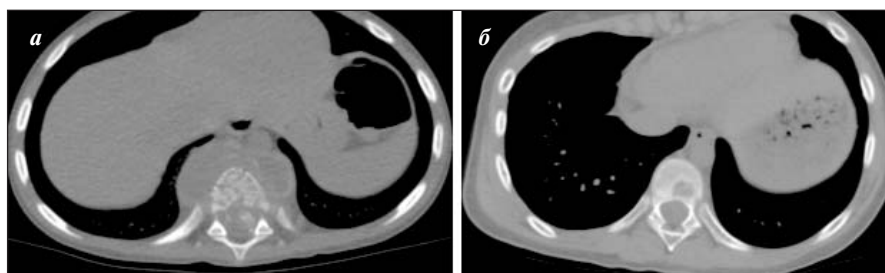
КТ* грудной клетки у больных с первичным иммунодефицитом — дефектом звена ИФНγ, осложненным микобактериальным оститом (а), и ABC — хроническим мультифокальным остеомиелитом (б)
